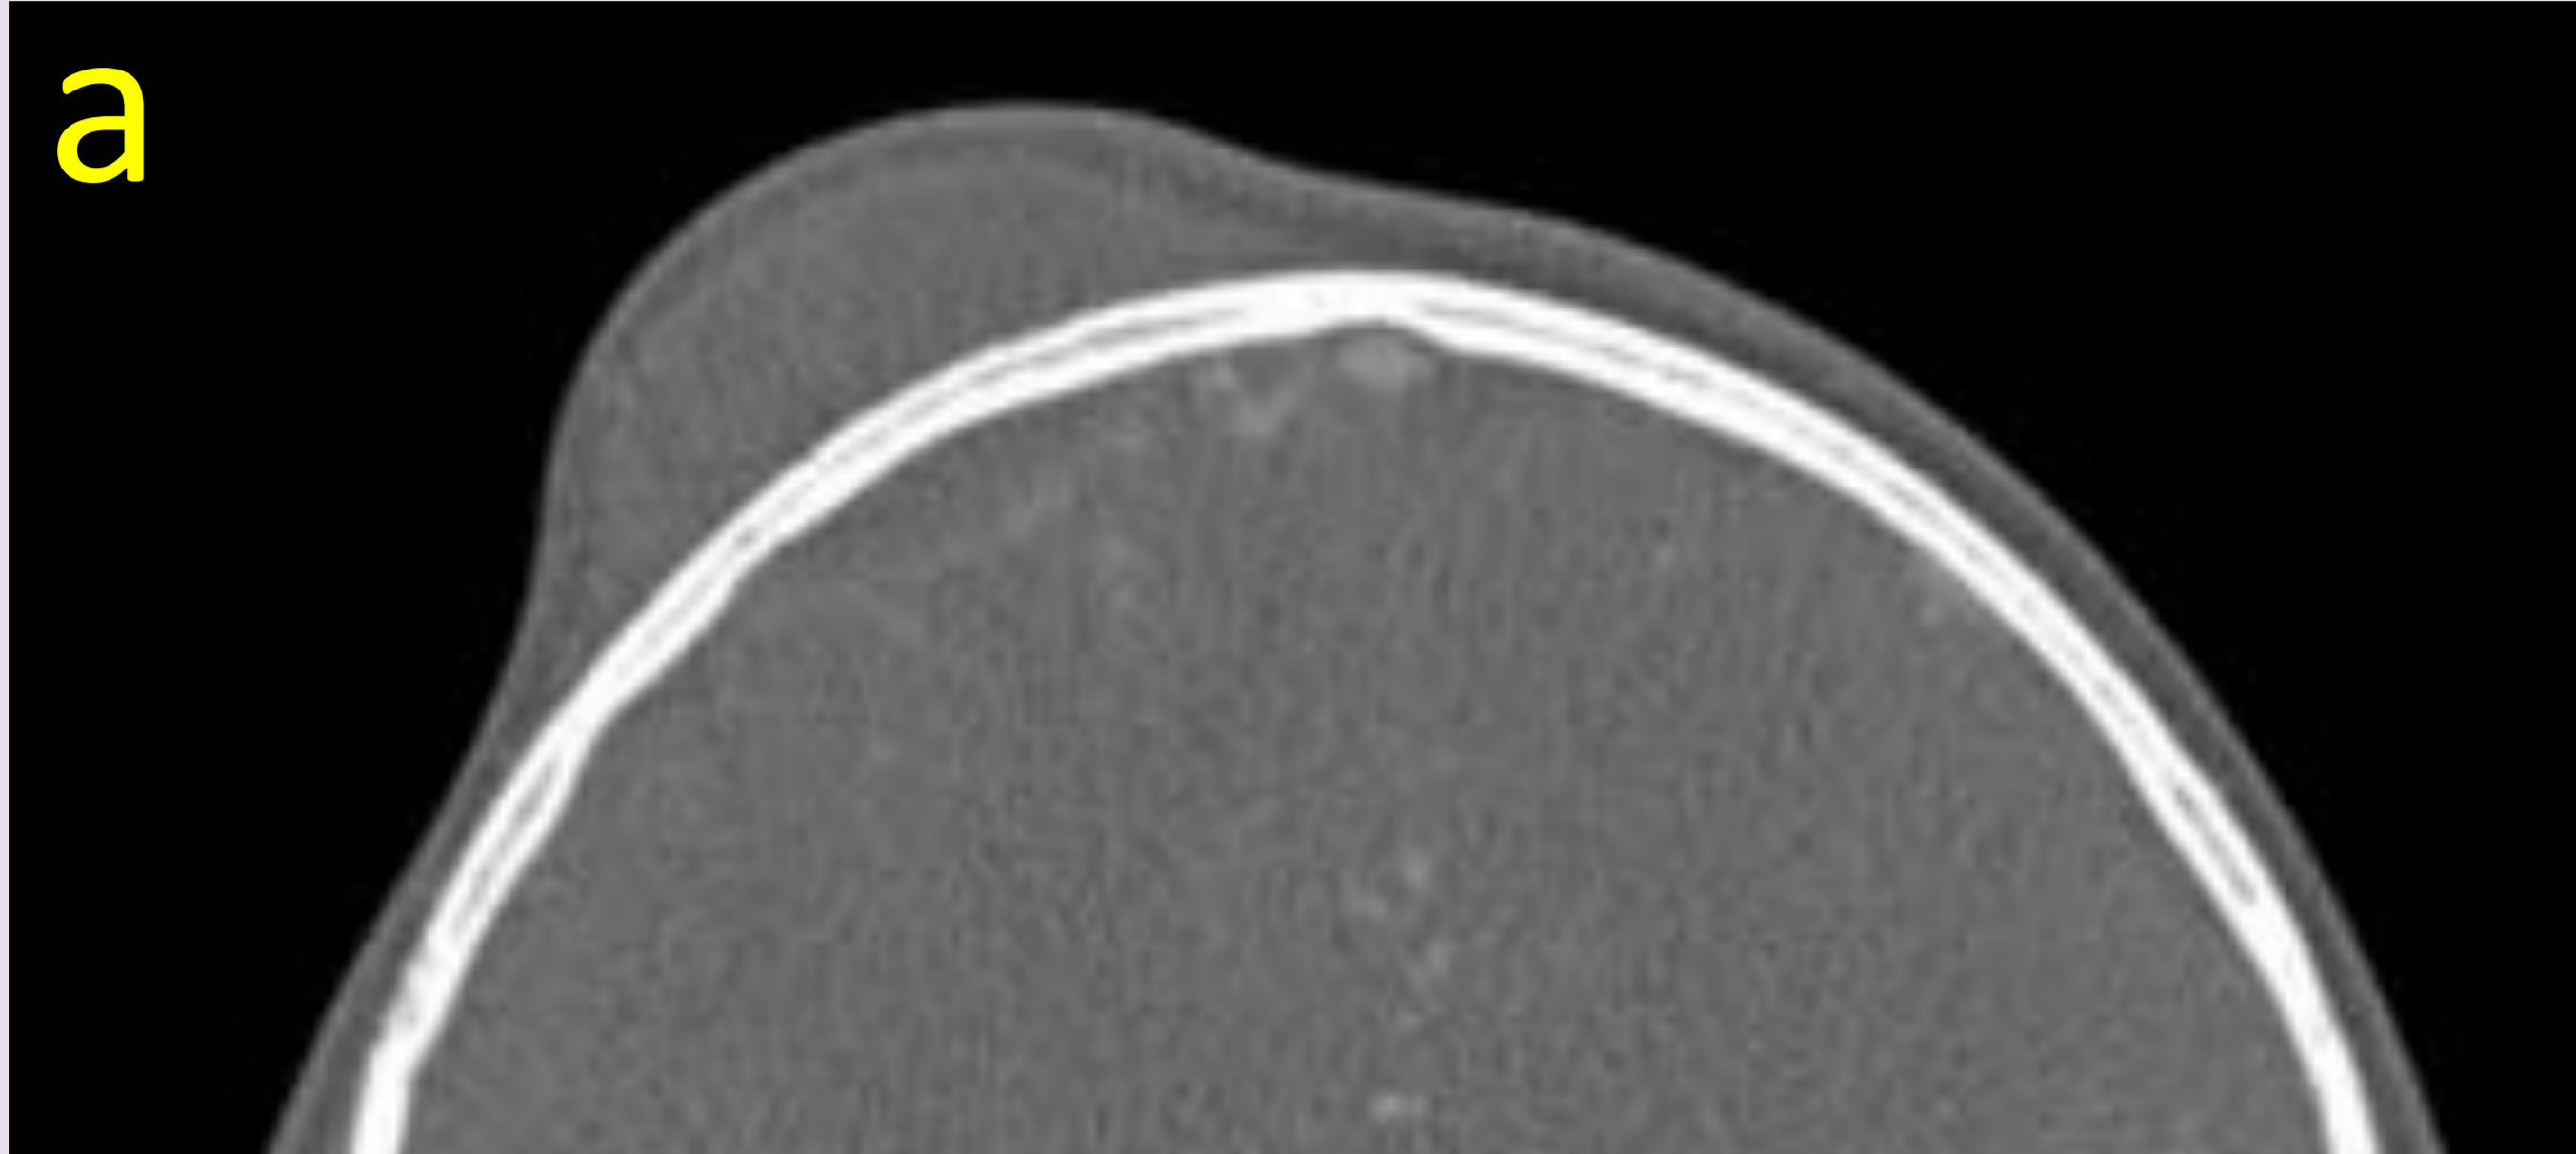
Imágenes de TC de cráneo con contraste de la misma paciente, con ventana ósea. Se observa absceso subperióstico y epidural frontal (a), así como un patrón un patrón permeativo óseo (b y c) con foco milimétrica de secuestro óseo (flecha) en el seno frontal, sugestivo de osteomielitis.
